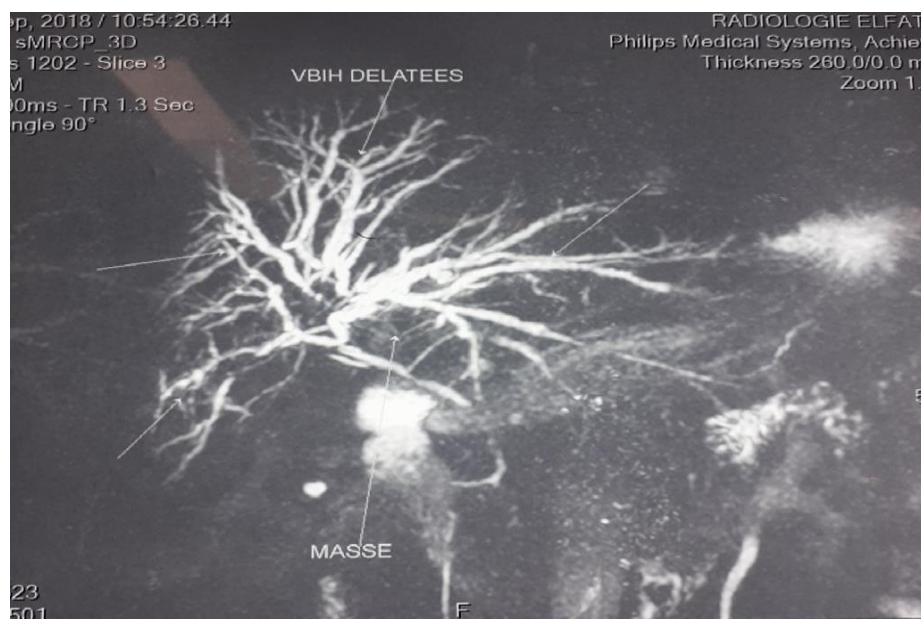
Cholangiopancreato-IRM montrant une tumeur péri-hilaire avec dilatations des voies biliaires intra-hépatiques.
